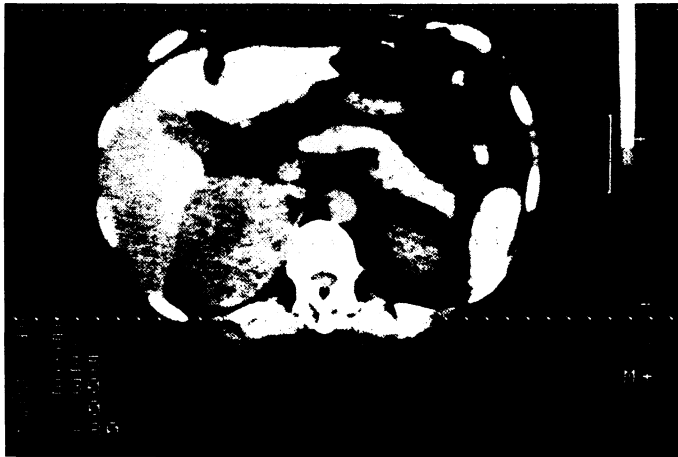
Große Raumforderung im Bereich der rechten Nebenniere in der abdominalen Computertomographie bei einem NNR-Karzinom..
